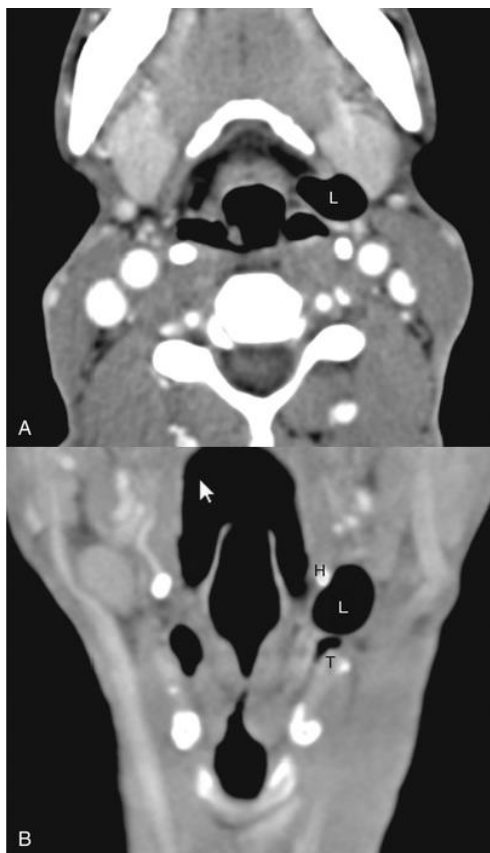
Combined laryngocele. (A) Computed tomography (CT) shows a crescent-shaped laryngocele (*L*) with intralaryngeal and extralaryngeal components on the left. (B) Reformatted coronal CT shows the combined left laryngocele (*L*) herniating through the thyrohyoid membrane. The hyoid bone (*H*) and thyroid cartilage (*T*) are also seen. A smaller laryngocele is also seen on the right.
